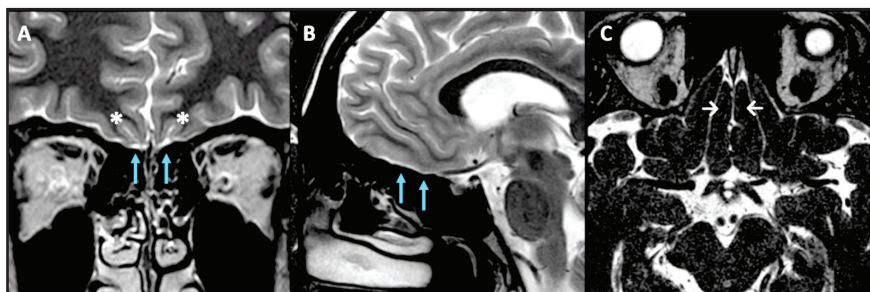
Resonancia magnética de cerebro, (A) – (B) Corte coronal y sagital ponderados en T2: falta de visualización de los bulbos olfatorios (↕). Los surcos olfatorios (\*) están presentes, pero de menor profundidad, alcanzan 4 mm a derecha y 3 mm a izquierda (normal >4 mm). (C) Corte axial T2 FFE-3D: muestra atrofia de ambos tractos olfatorios (↔).
